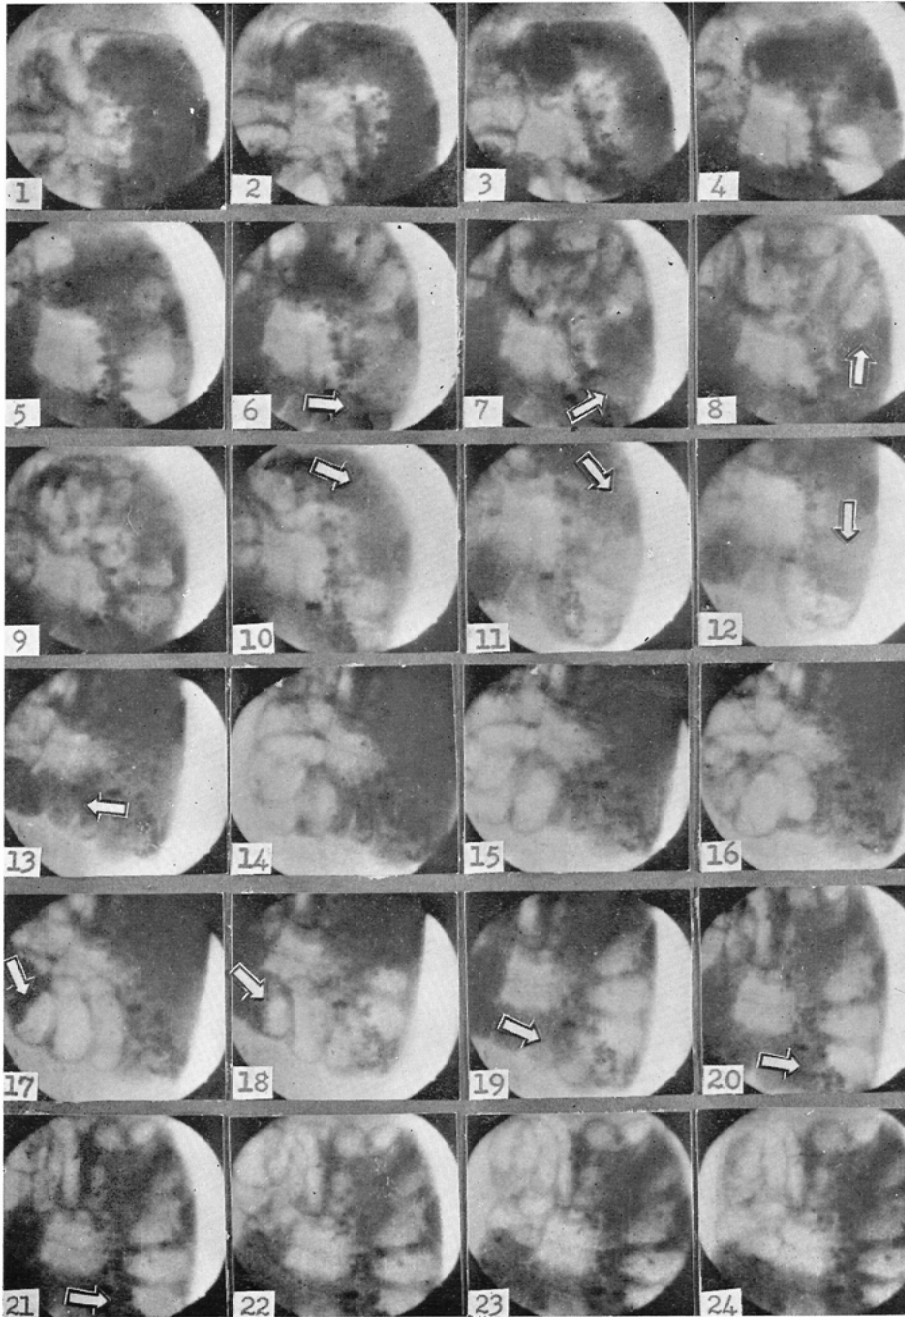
の(7) 結腸閉塞後42時間における閉塞上部腸X線像。バリウムは全盲腸を充滿して→印は強収縮を示す。バリウム像は腸内容との混和により稀薄化され小腸まで逆流しているが、この写真では盲腸像と重複して判別が困難である。
